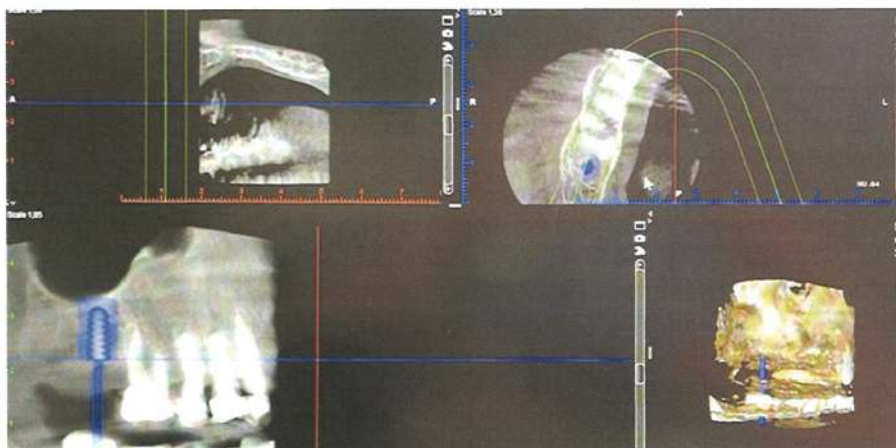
Розділ КТ, який відтворює ортопантомограму
